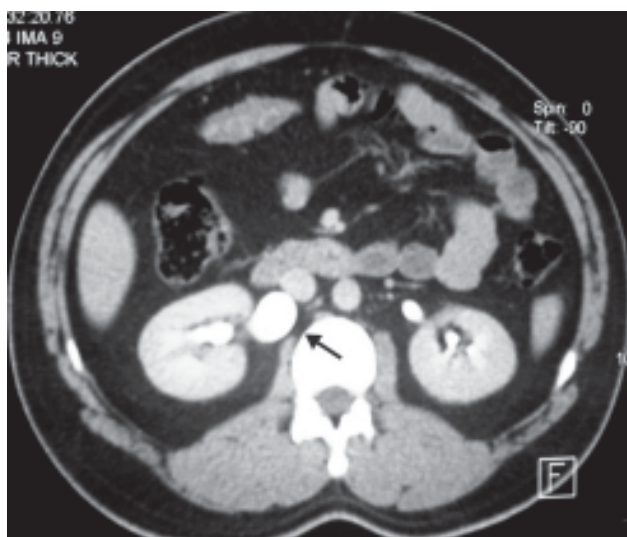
Tomografía axial computarizada (TAC) fase de eliminación. Dilatación de la pelvis renal derecha.
